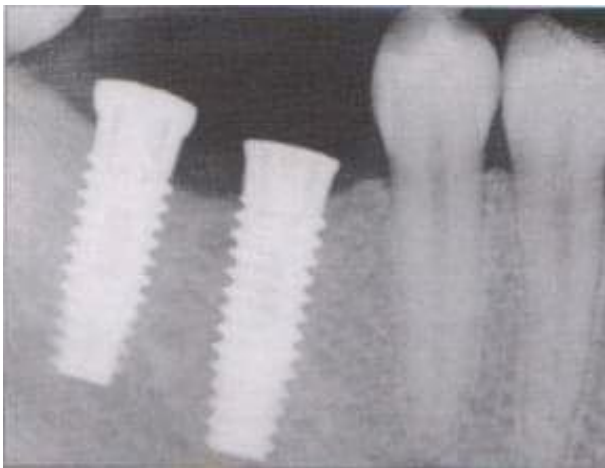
Contrôle de la cicatrisation osseuse par une radiographie rétro-alvéolaire.[56]
